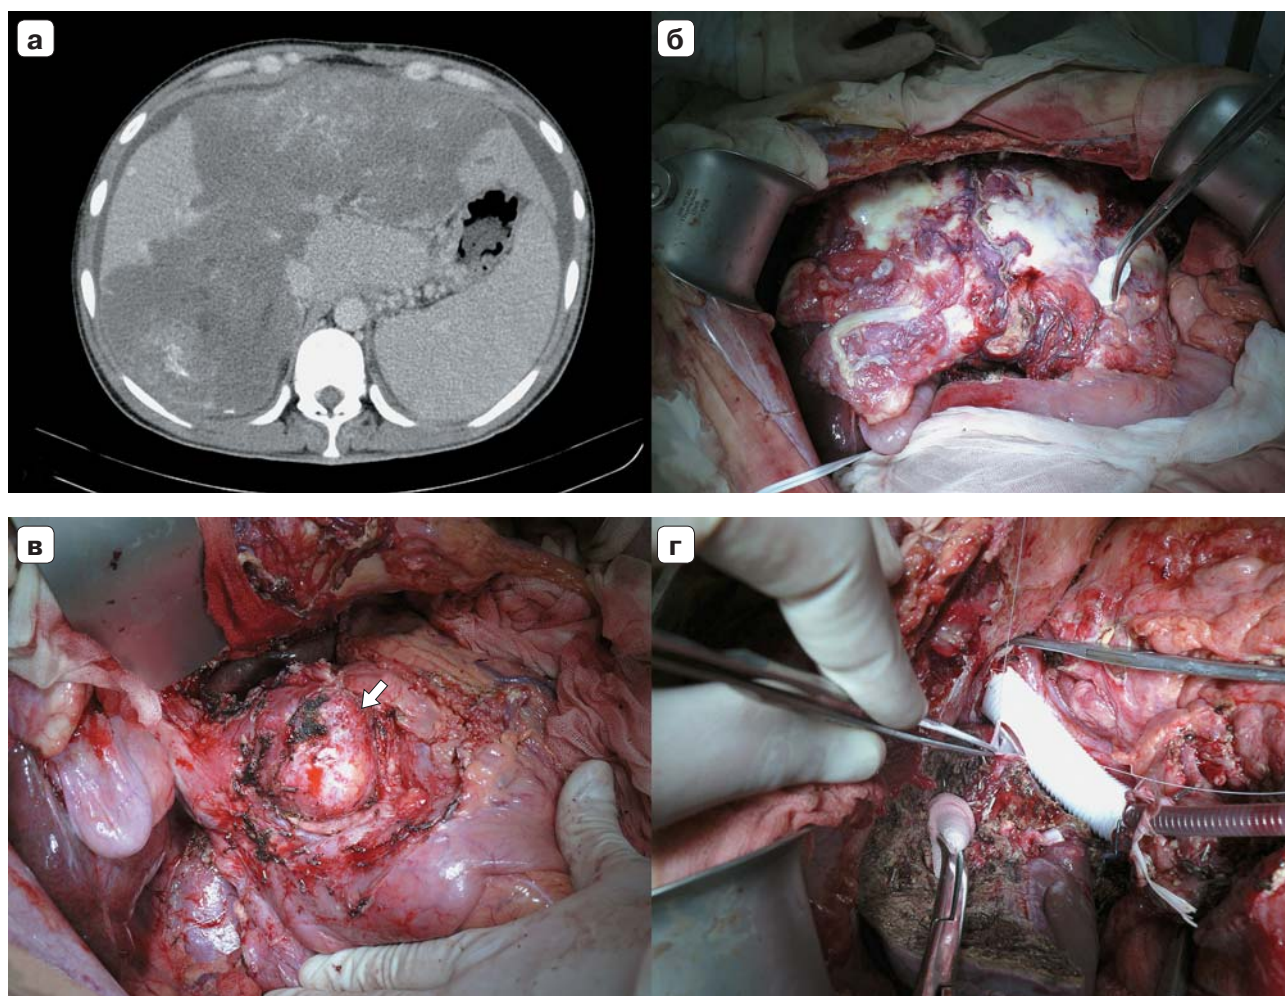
Родственная трансплантация с протезированием НПВ при альвеококкозе с тотальным поражением печени: а – компьютерная томограмма, венозная фаза; б – интраоперационное фото, тотальное поражение печени; в – интраоперационное фото, метастаз в области тела поджелудочной железы (стрелка); г – кавальная реконструкция (объяснение в тексте).
